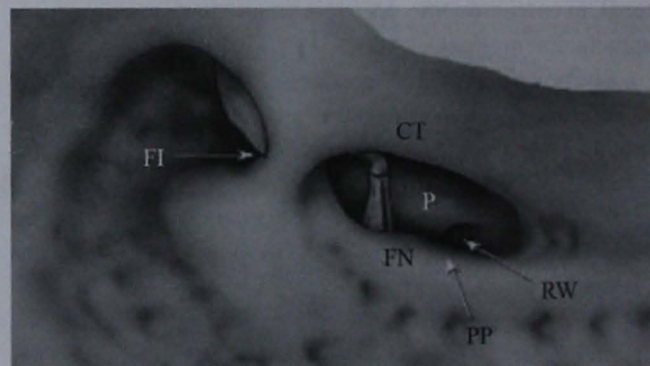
Timpanotomía posterior. De forma triangular, muestra la porción vertical del nervio facial (FN) en el límite posteromedial; la cuerda del tímpano (CT) en el límite anterolateral y el piso de la fosa incudis para la apófisis corta del yunque superiormente; el pontículo piramidalis (PP), un relieve óseo anteromedial al nervio facial; la ventana redonda (RW) y la vuelta basal de la cóclea por debajo del promontorio (P). Clark GM. Cochlear implants: Fundamentals and application. New York: Springer-Verlag, 2003;70.
